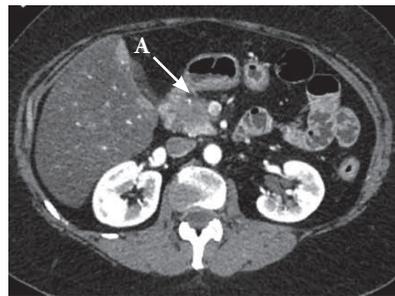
МСКТ после первого курса неoadъювантной ПХТ (23 октября 2019 г.). А – верхняя брыжеечная вена контактирует с новообразованием на протяжении 23 мм, охват окружности менее 180°
